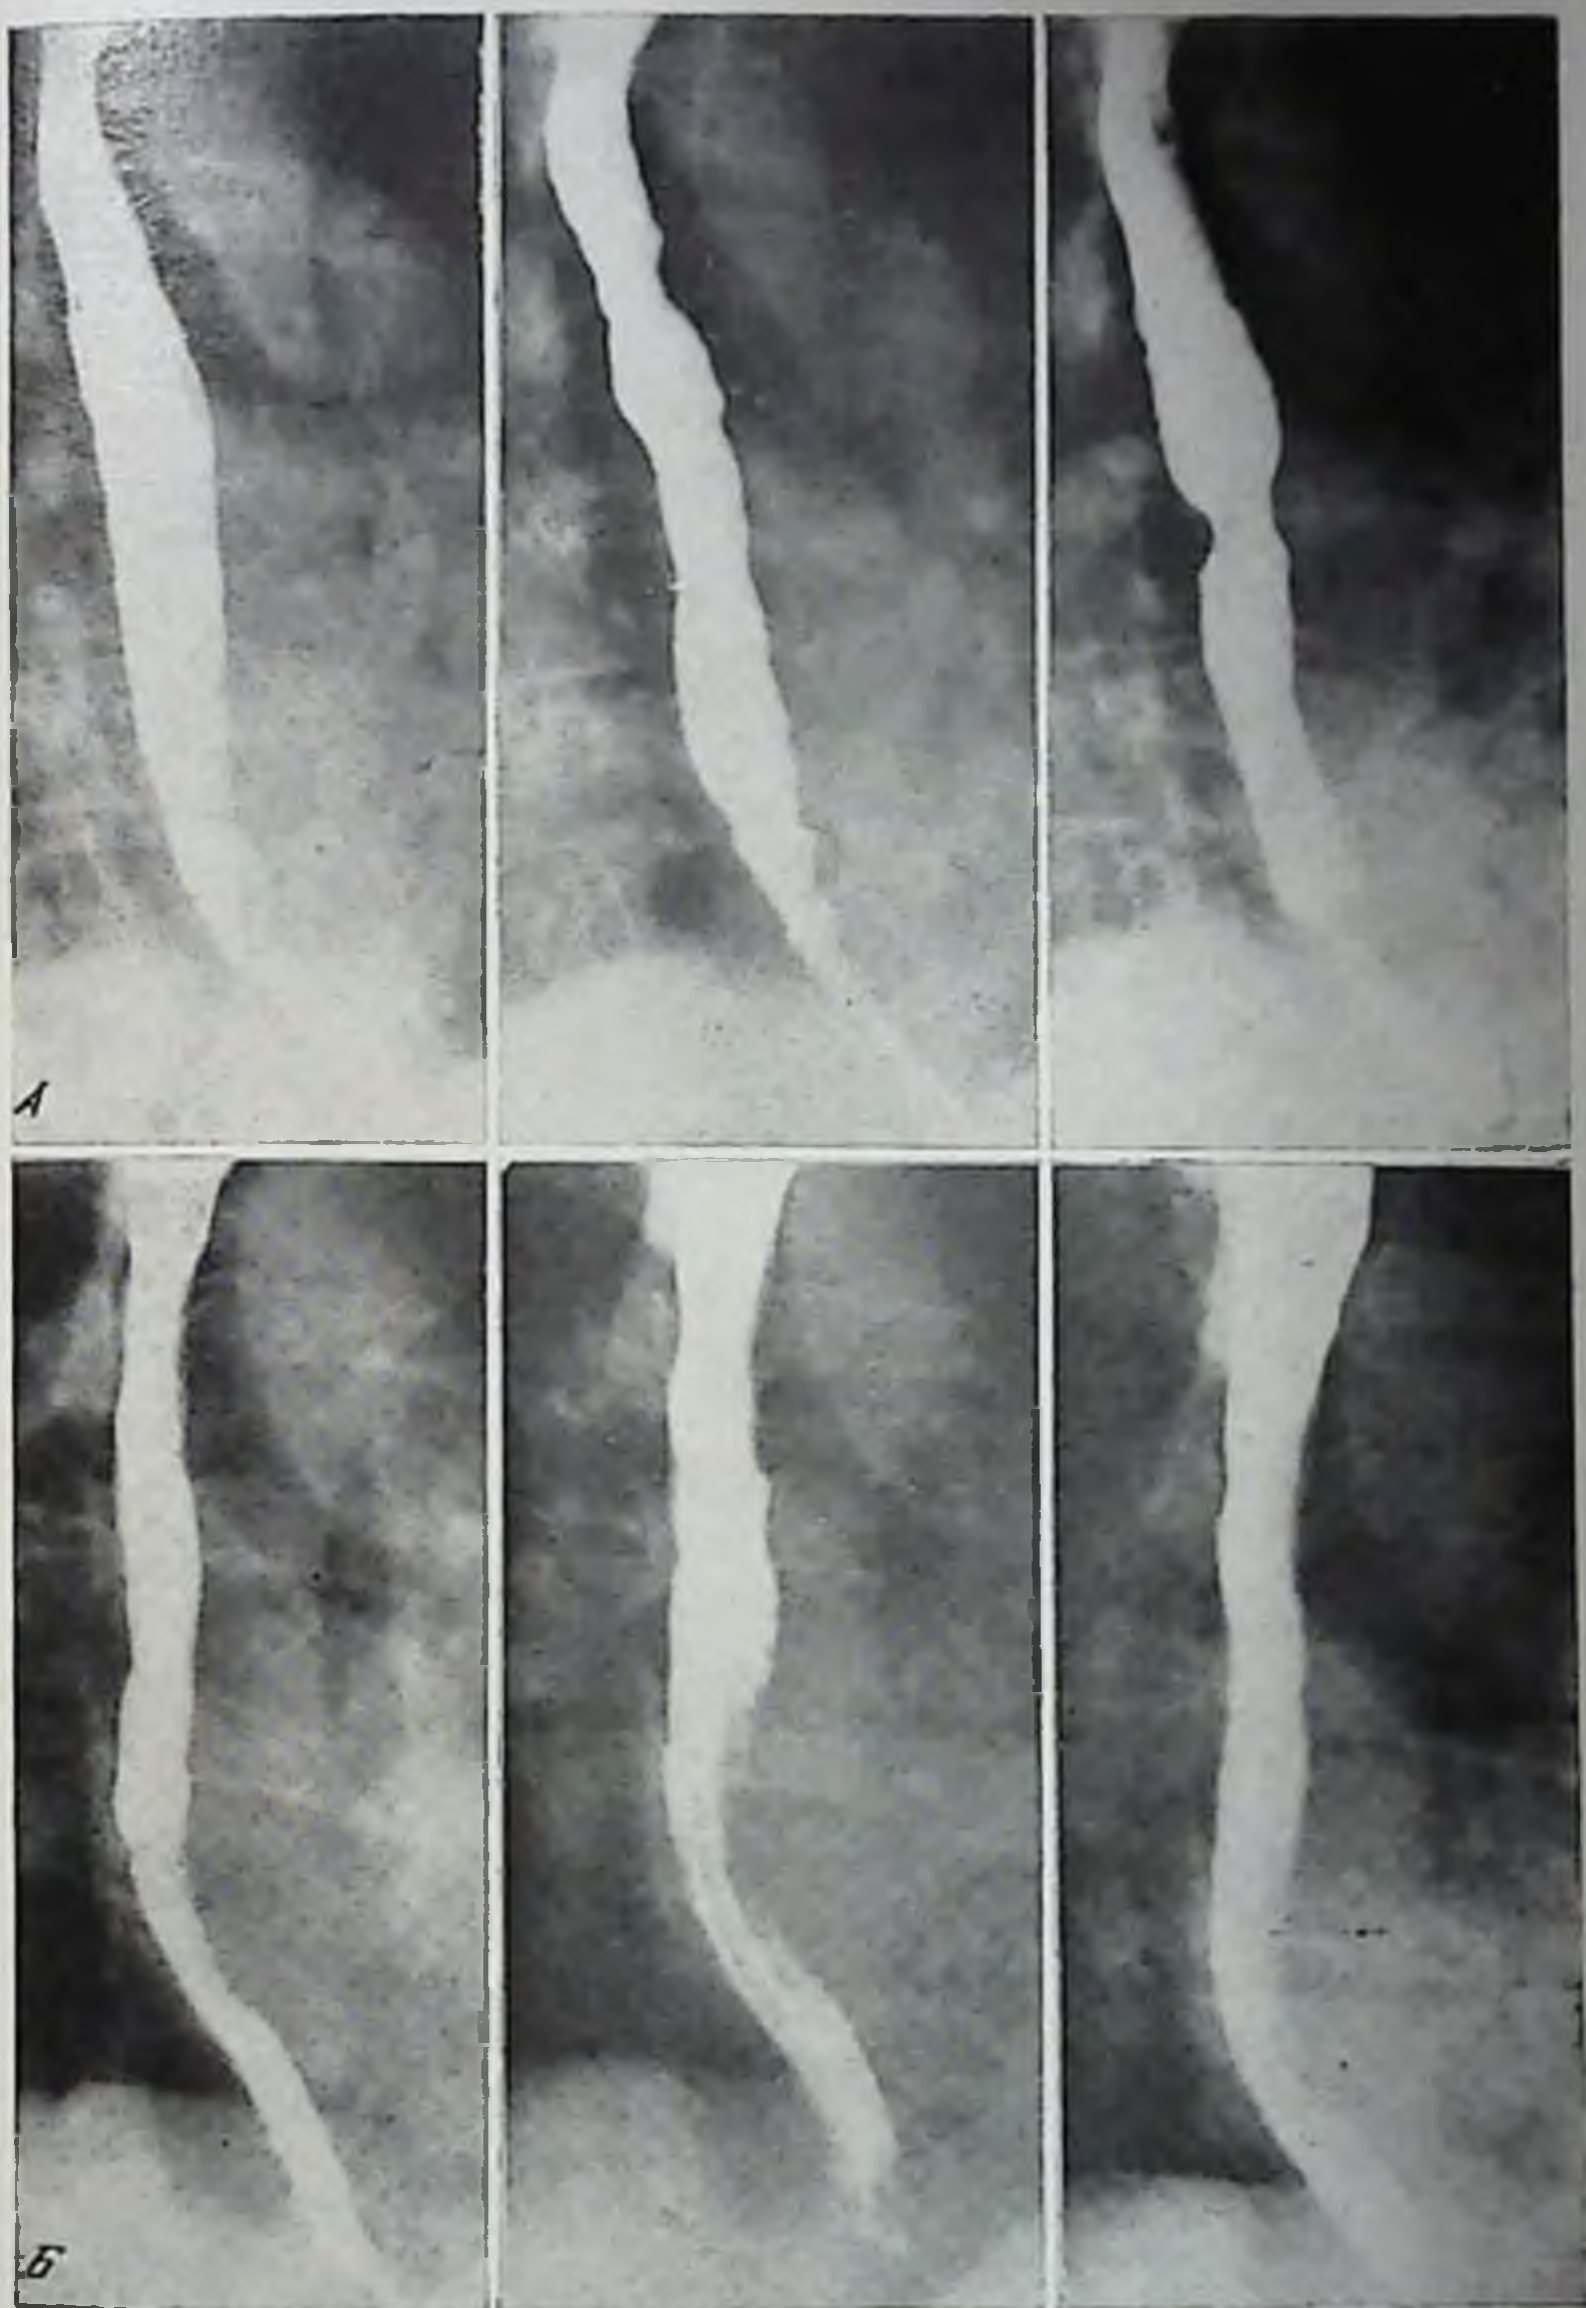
Рентгенограммы пищевода больного Т.
